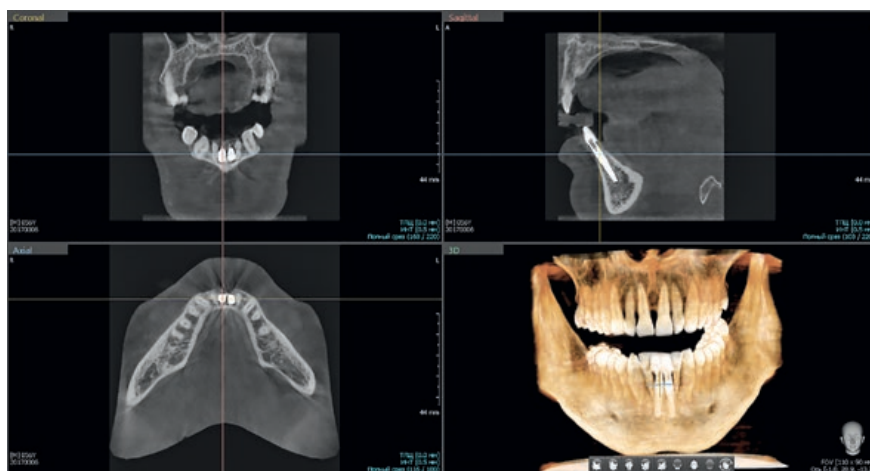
Дентальная объемная томограмма после проведения одномоментной имплантации в проекции зубов 31, 41. Инклинация имплантатов корректна.
